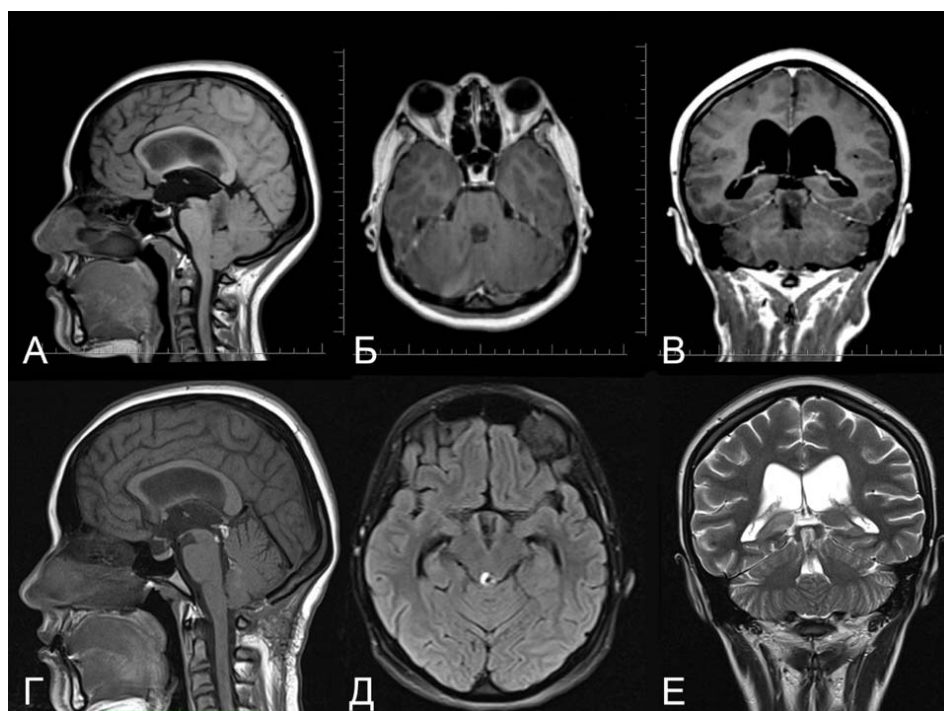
П-тка Х-ова, А, Б, В – дооперационные МРТ снимки пациентки с эпендимомой верхнего этажа четвертого желудочка и сильвиева водопровода. Г, Д, Е – послеоперационные МРТ снимки, демонстрирующие субтотальное удаление опухоли.
